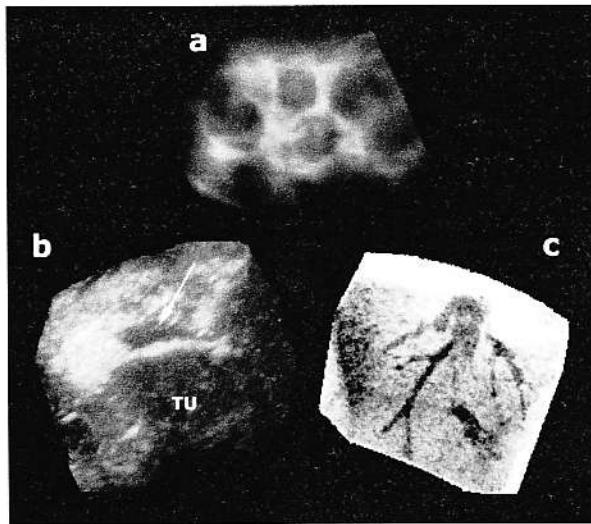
Randarea imaginii în modul «transparent»: a. Chist hidatic hepatic tip III, modul «x-ray», b. Același pacient ca în Fig. 1, reconstrucția imaginii în «maximum mode» (TU = proces tumoral, săgeata marchează zona de osteoliză de la nivelul osului maxilar).
